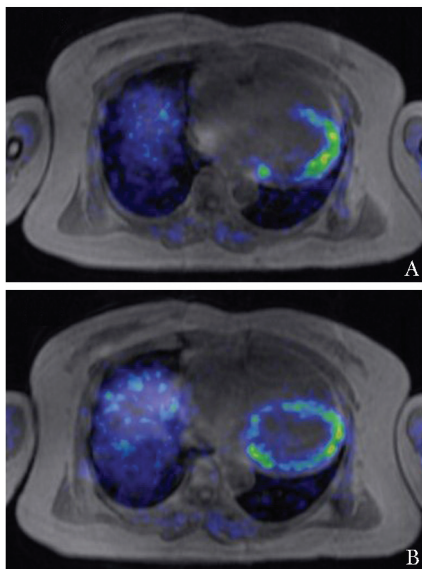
患者<sup>13</sup>N-氨水心脏 PET-MRI（2016 年）
